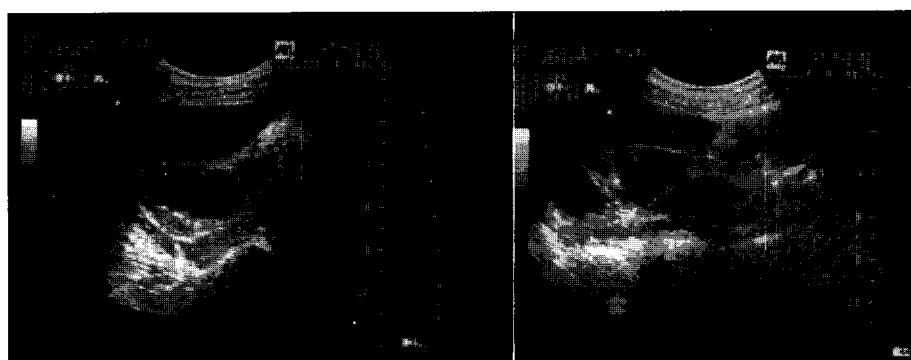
Ultrasonographic examination revealed pelvocalyceal dilatation and severe cortical atrophy of the right kidney.
